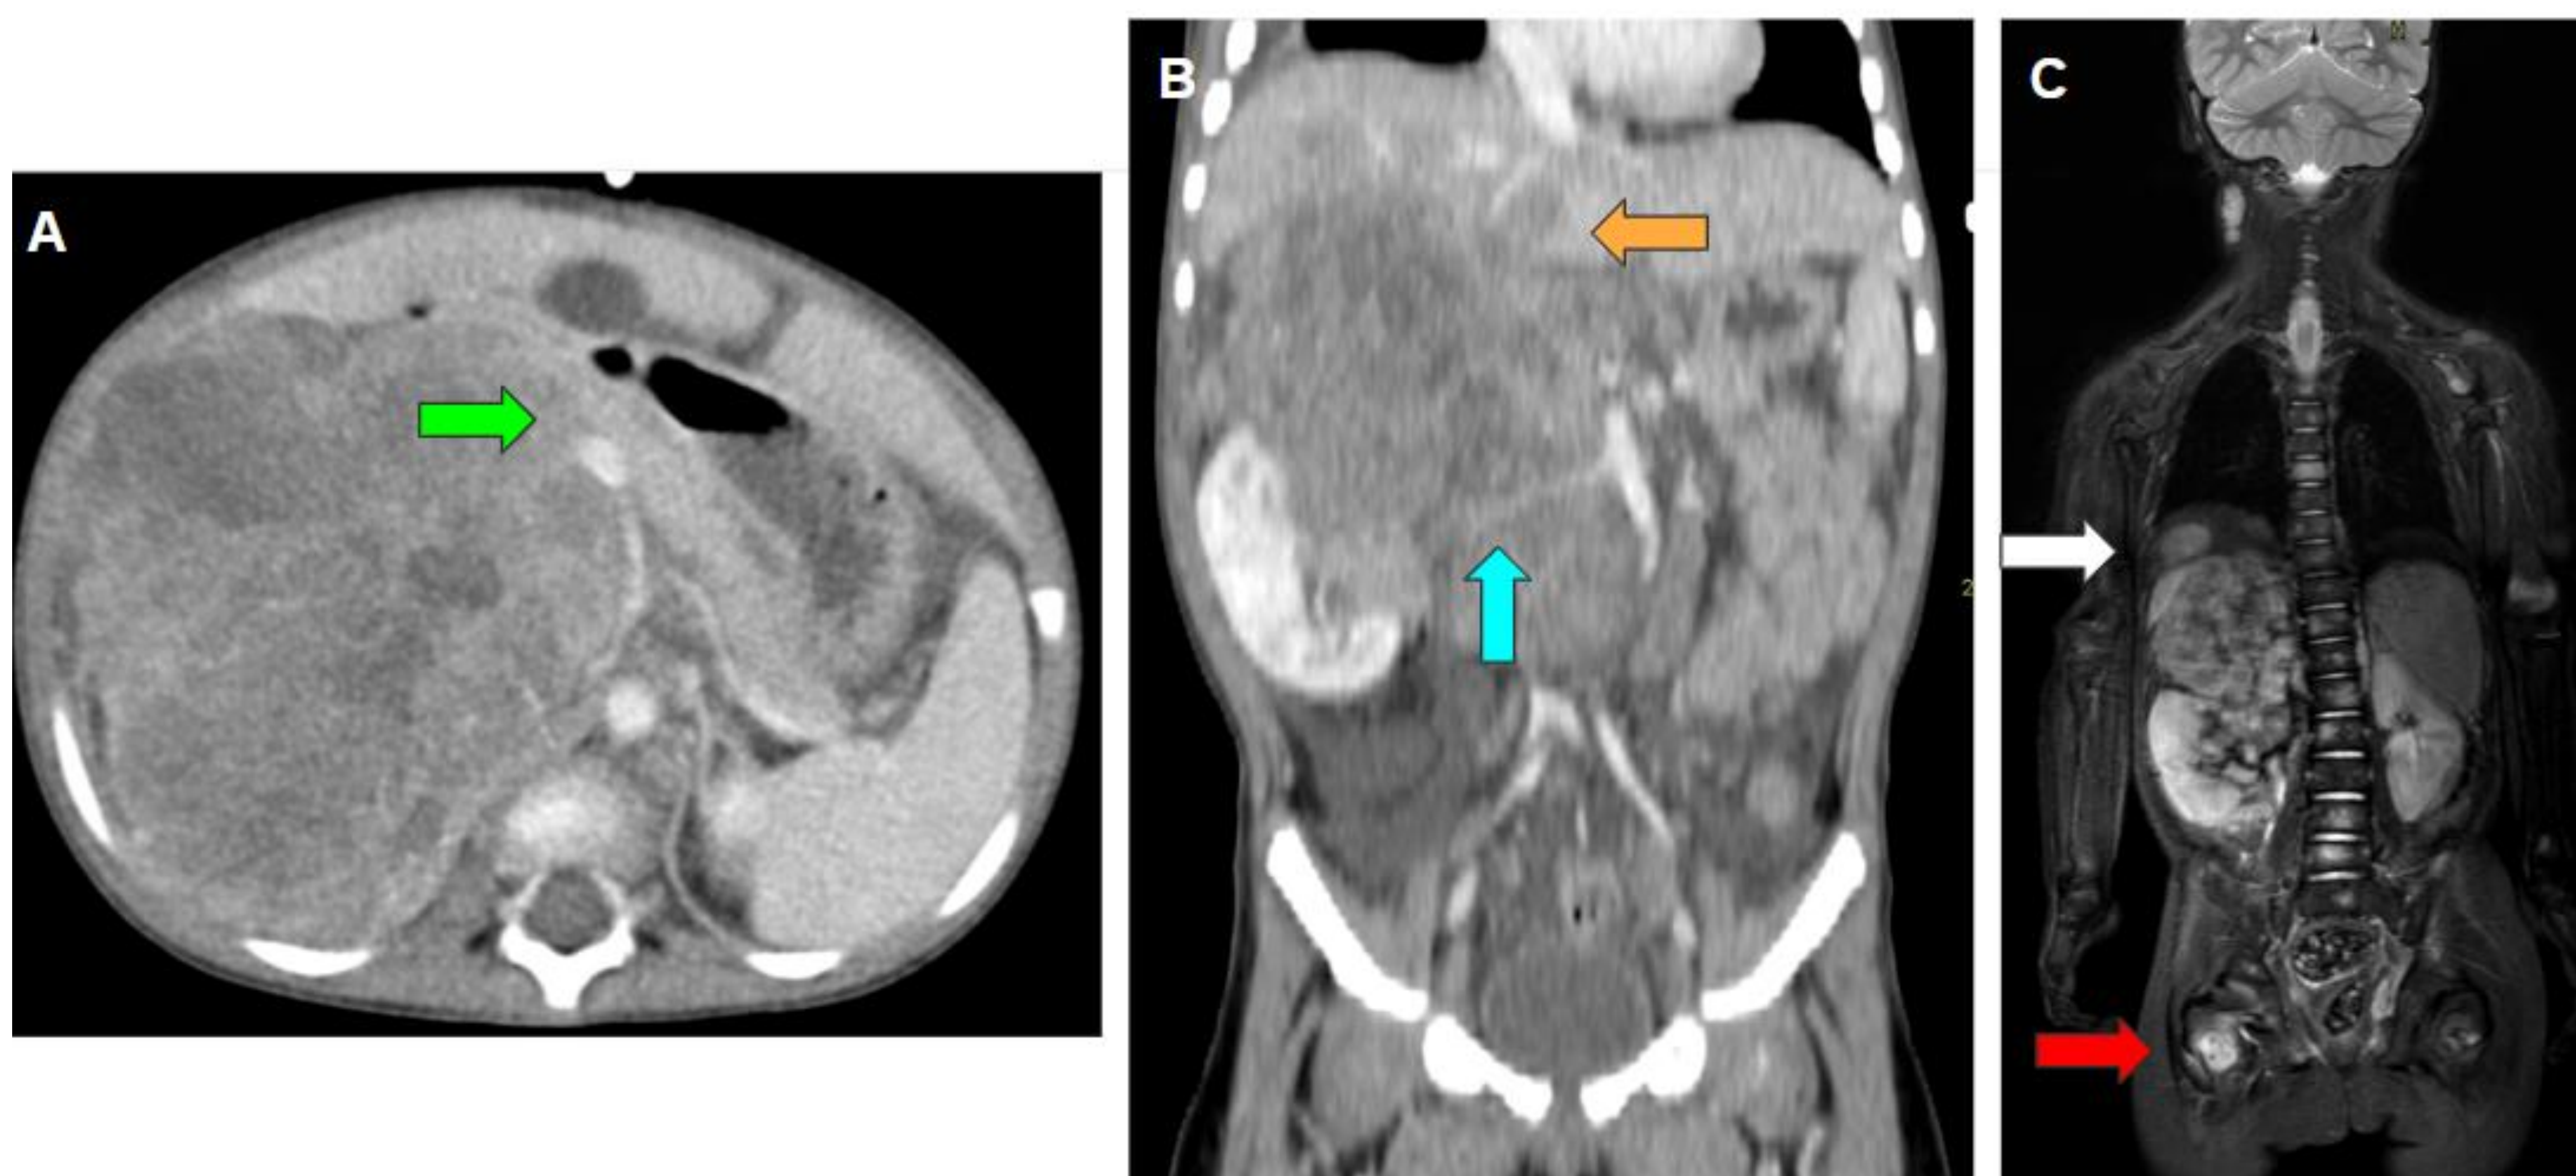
A y B. TC abdominal axial con CIV identificando una gran masa suprarrenal izquierda heterogénea con áreas hipodensas sugestivas de necrosis. Infiltra el VI segmento hepático (flecha naranja) y engloba la vena cava inferior y el hilio renal ipsilateral (flecha azul). Desplaza hacia anterior la cabeza y cuerpo del páncreas y el sistema venoso espleno-mesentérico-portal y contacta la aorta (flecha verde). C. RM cuerpo entero coronal T2 F/S identificando una M1 hepática (flecha blanca) y múltiples óseas en las vértebras y fémur derecho (flecha roja).
